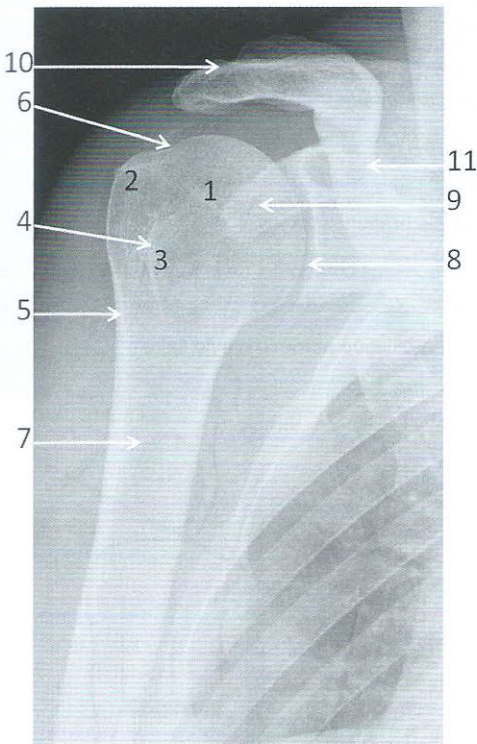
Radiographie de l'épaule droite de face, rotation neutre
